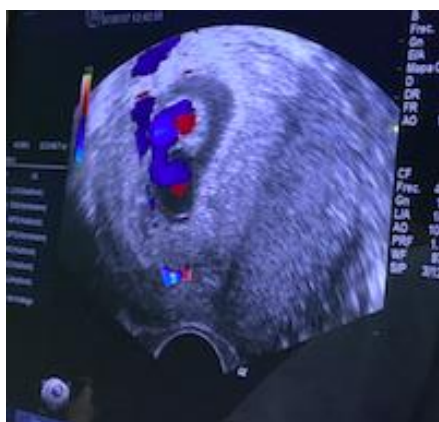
Doppler-color en semana 10 de gestación.
